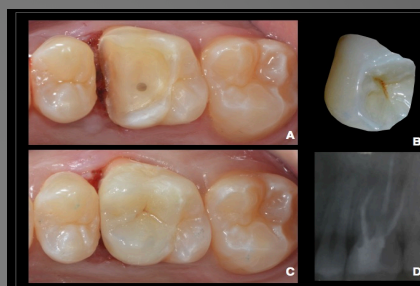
A: remoção da restauração e afastamento gengival; B: Peça glaseada; C: Vista oclusal da peça cimentada e ajustada; D: Radiografia final.
